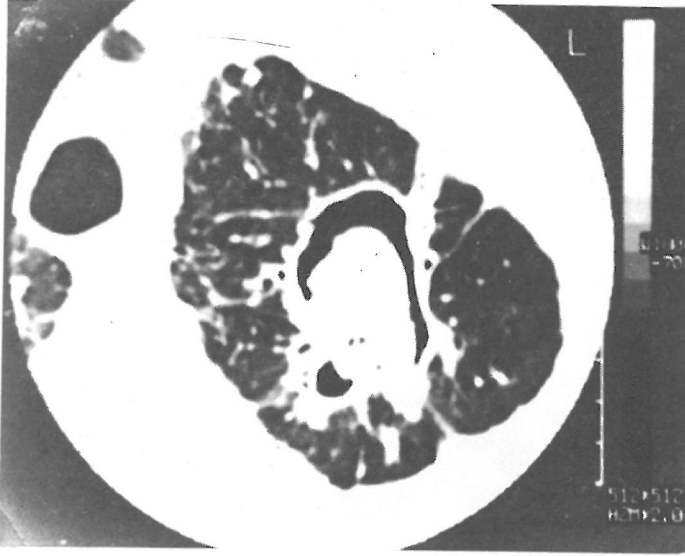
BT'de sol üst lobda kaviter lezyon ve içerisinde mantar topu izlenmektedir. Top ve kavite duvarı arasında düzensiz lifler ile kavite duvarından mediasten ve plevraya kadar uzanan fibrotik değişiklikler mevcuttur.
